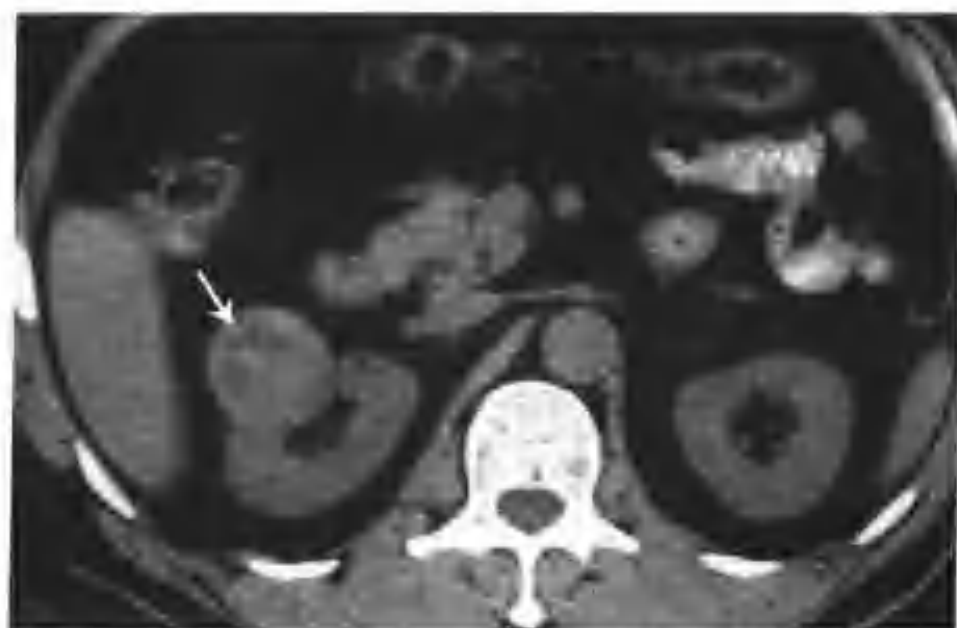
右肾透明细胞癌(CT平扫右肾有一个结节凸出肾轮廓外,大小 $3.5\text{cm} \times 3.5\text{cm} \times 3.5\text{cm}$,病灶内出现低密度的囊变区,并可见分隔(箭头))
